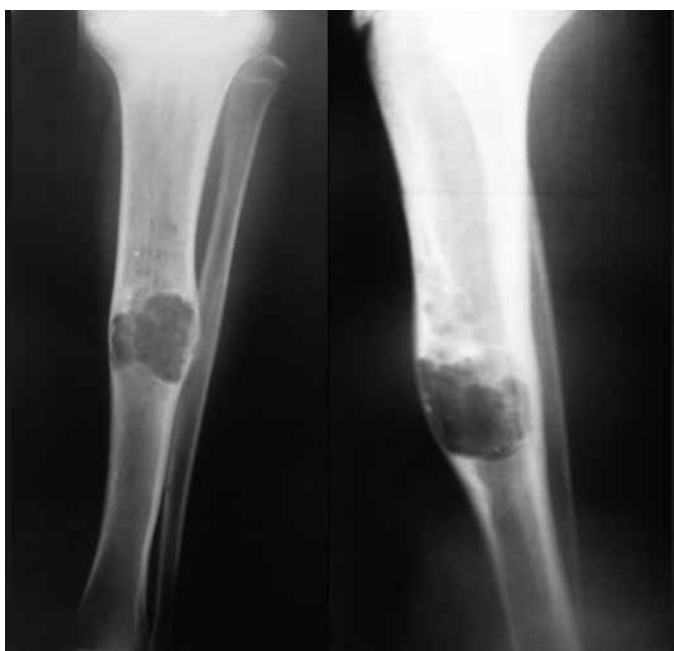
Radiografia da perna esquerda, em incidências ântero-posterior e perfil, evidenciando lesão osteolítica, insuflativa, de 8 x 3 x 5 cm, no terço médio da tibia.
